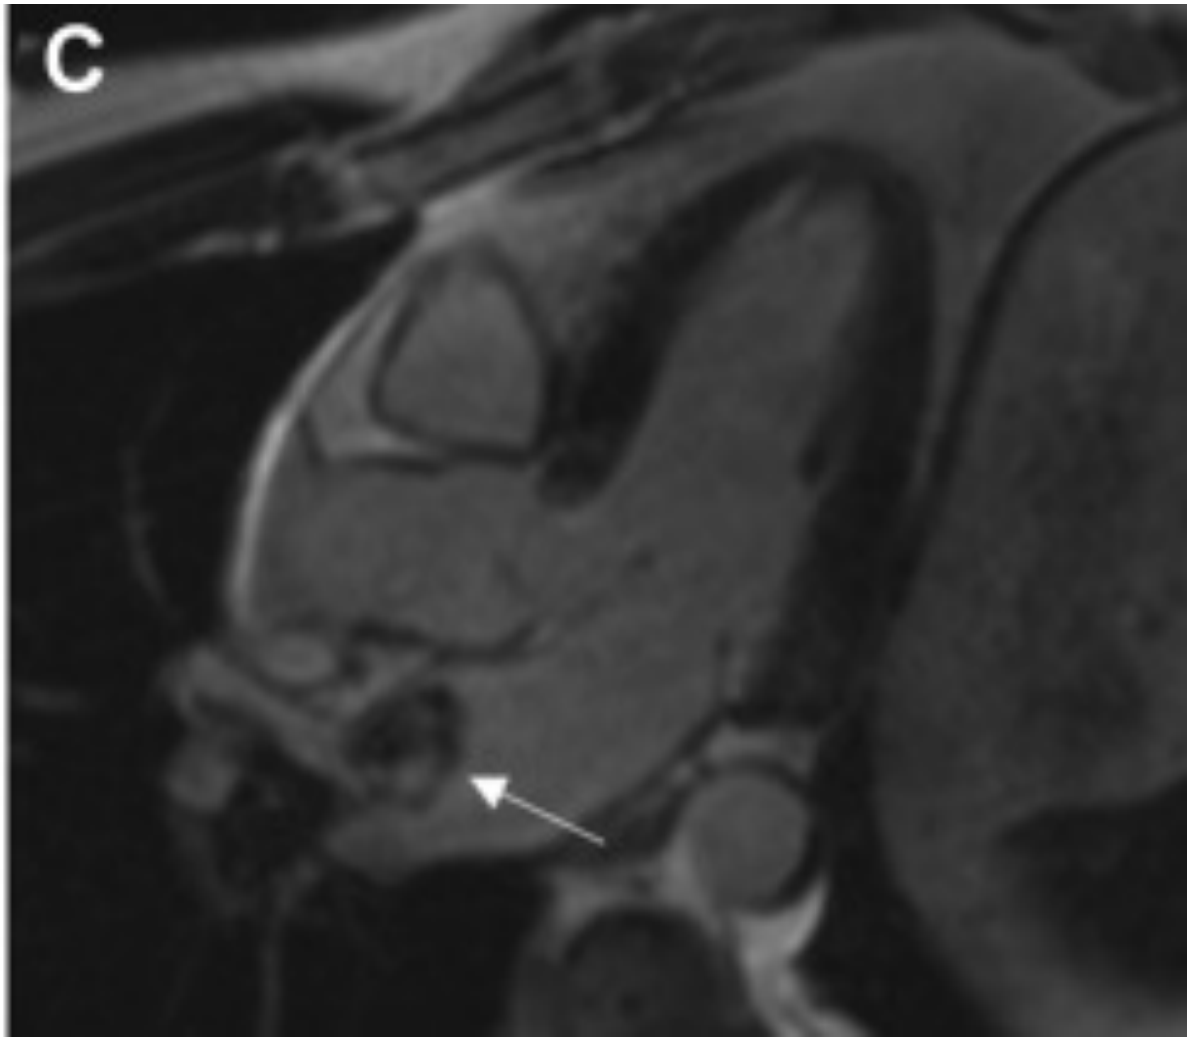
MRT-Aufnahme (nach Gadoliniumgabe) des in Abbildung 5 dargestellten Tumors (weißer Pfeil)¹⁴ (S. 298, Abbildung 2)
